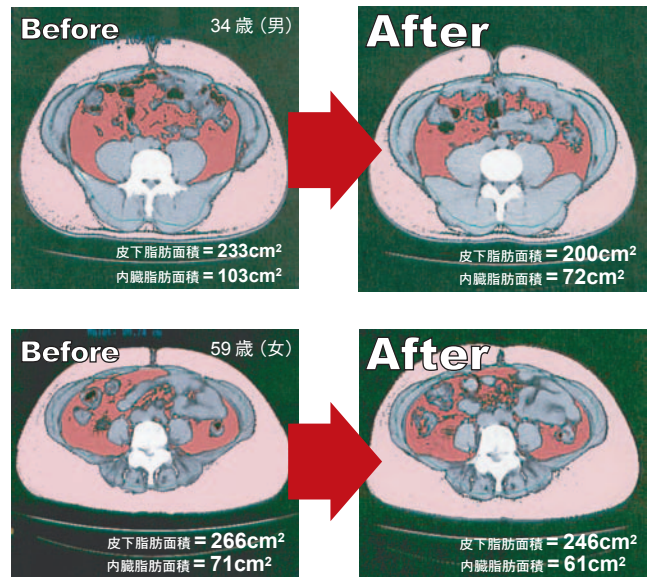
腹部CTスキャンによる皮下脂肪および内臓脂肪の比較 (ピンク部分) (赤部分)
